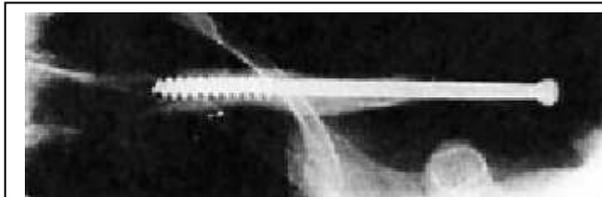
Intramedulläre AO-Spongiosaschraube (in situ, ap-Röntgenaufnahme, Hoe-Hansen 2003)
